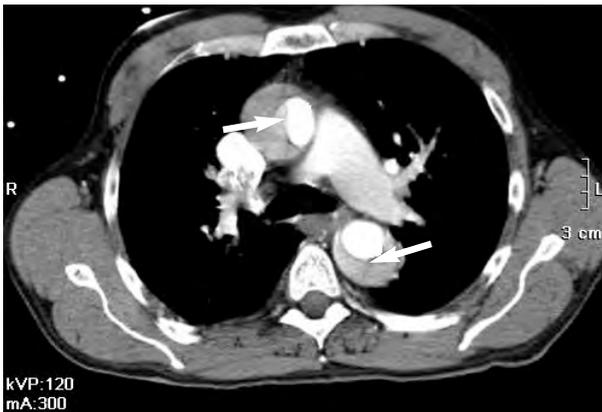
Tomografía computarizada toracoabdominal del caso 1 en la que se observa aneurisma disecante de aorta tipo A o proximal de Stanford (flechas).
